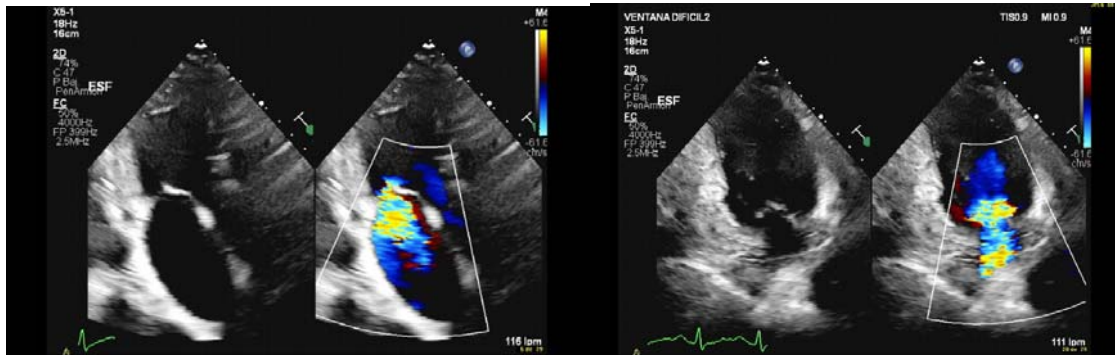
Insuficiencia mitral en ecocardiograma transtorácico basal
